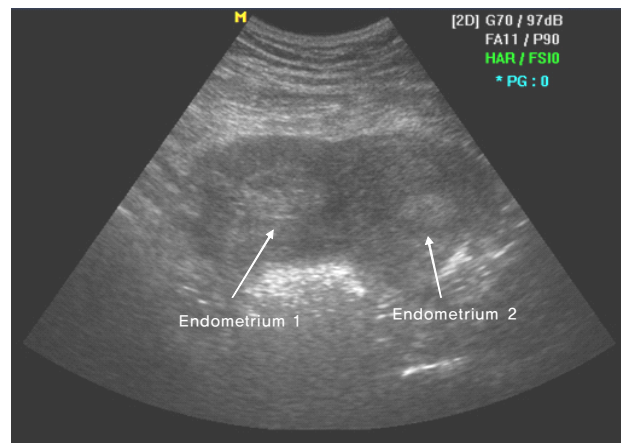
Transabdominal sonogram revealed two endometrial lumens of uterus 4 days after postpartum.
